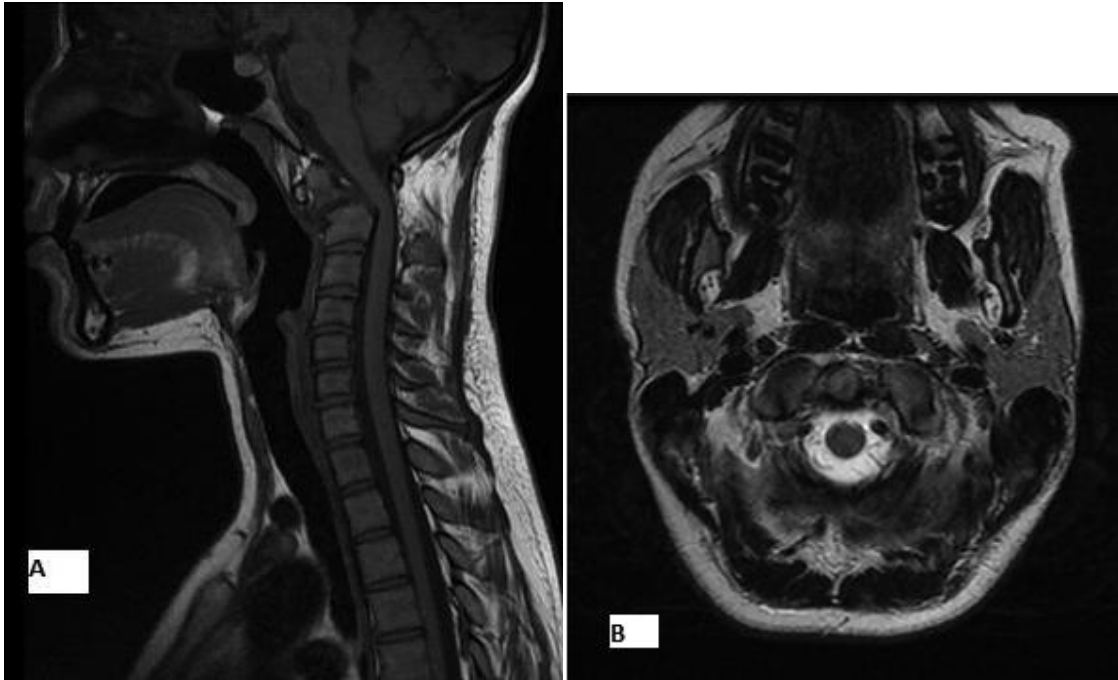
IRM en coupe sagittale T1 (A) et axiale T2 (B) montrant une fracture de l'apophyse odontoïde avec compression médullaire par le corps vertébral de C2.
